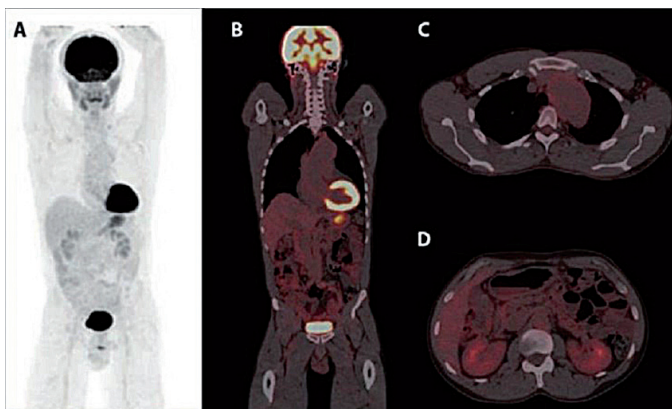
^{18}F -ФДГ ПЕТ/КТ: (А) Проекція максимальної інтенсивності. (В) Корональна проекція інтервальної роздільної здатності поглинання в аневіризмі аорти. (С) Аксіальний вид роздільної здатності паравертебральних м'яких тканин між 4-м та 5-м ребрами зліва. Інтенсивність ПЕТ лінійно масштабована до максимального стандартного значення поглинання (SUV), що дорівнює 6, для ілюстративних цілей. (D) Інтервальне зменшення розмірів та інтенсивності об'ємного утворення в головці ПЗ (за В. W. Mekonnen et al., 2020 [8]).
